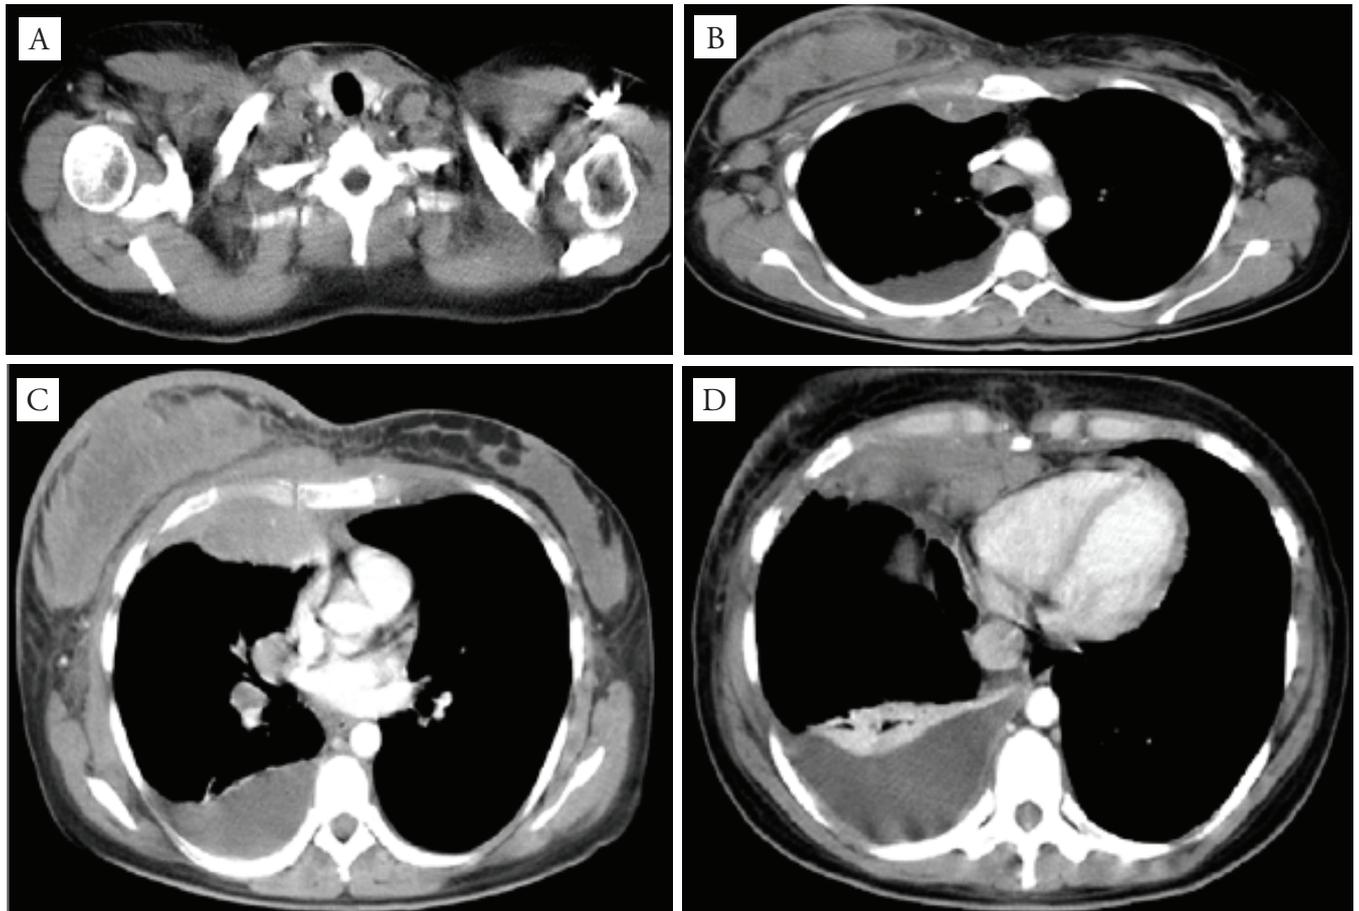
Tomografia de tórax com cortes axiais e técnica helicoidal. (A) Linfonodomegalia supraclavicular à direita; (B) linfonodomegalia mediastinal em cadeia pré-traqueal direita e axilar bilateral; (C) densificação e realce heterogêneo difuso do parênquima mamário à direita, linfonodomegalia hilar e derrame pleural à direita; (D) derrame pleural direito com atelectasia pulmonar restritiva.
